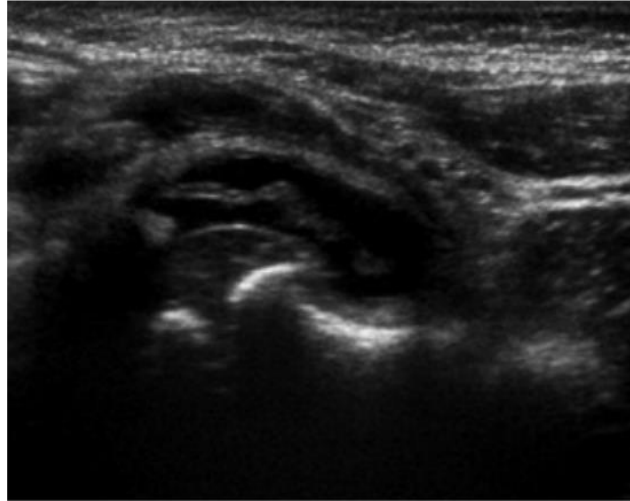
Ecografía de cadera con artritis séptica
